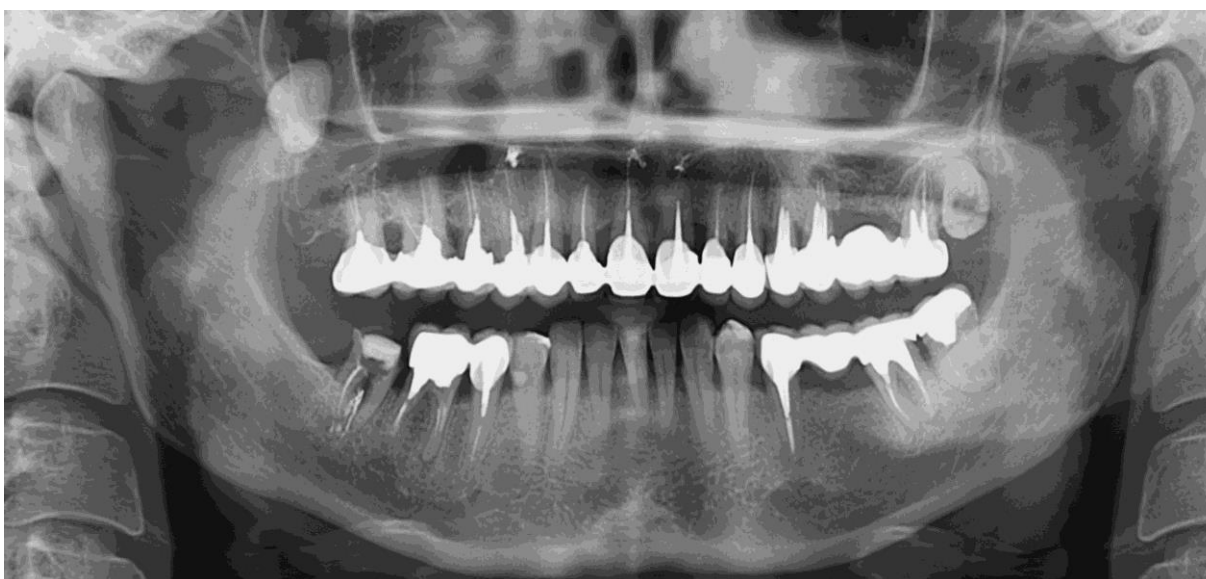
Ортопантомограма пац. К. 1979 р.н. ГП II – III ступеня тяжкості, ускладнений втратою 26, 35, 36 зубів. ДЗР нижньої та верхньої щелеп заміщені мостовидними протезами. Зуби верхньої щелепи зашиновано штучними коронками зі стабілізацією по дузі.
